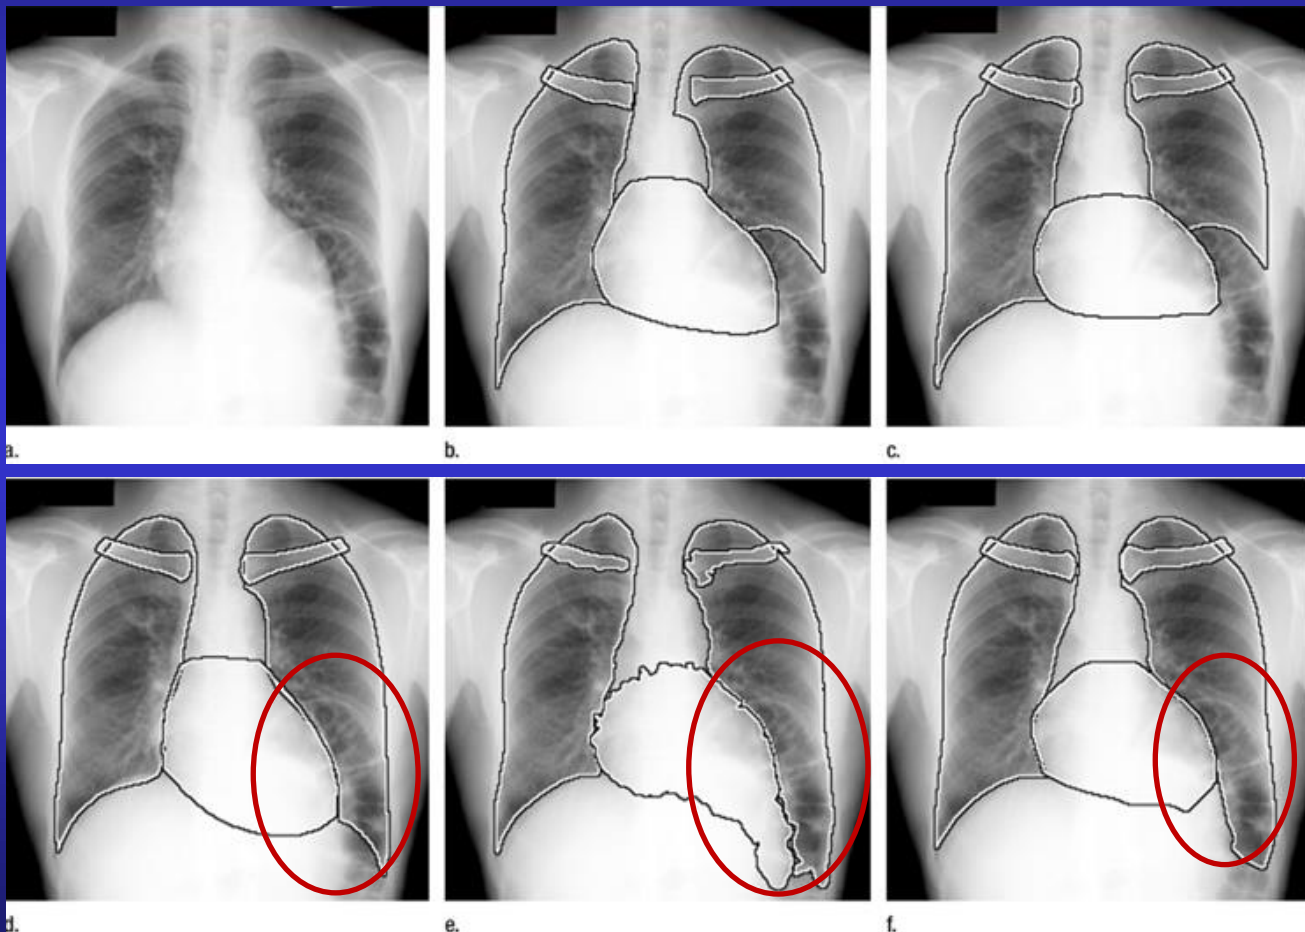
(a–c) Chest radiograph and two segmentations of lung fields, heart, and clavicles performed by human operators. The protocol indicated that the contour of the lung field should follow the diaphragm. (d–f) Three segmentations produced by state-of-the-art segmentation algorithms: from left to right, active shape models, pixel classification, and active appearance models, respectively (57). In this case the left diaphragm is elevated and there is a large air-distended colon loop directly underneath it. All automatic segmentation methods fail to cope with this unusual situation.
